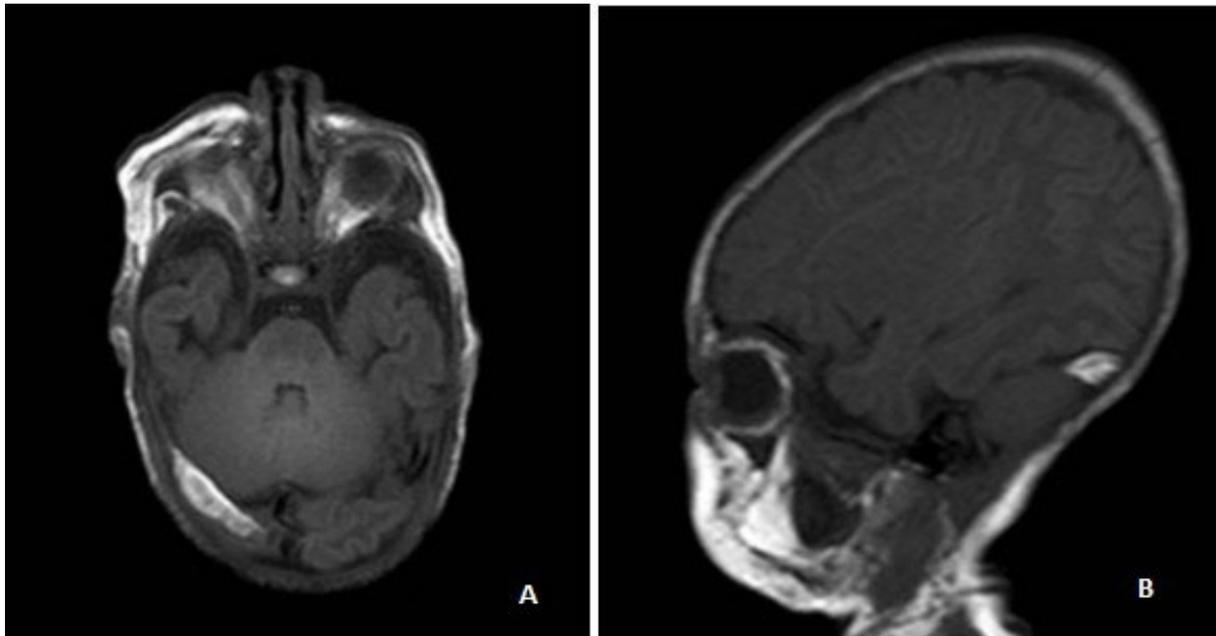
Ressonância magnética sem contraste paramagnético, no corte axial (a) e corte sagital (b), na sequência T1 com hipersinal na conformação anatômica do seio transversal direito, que permite considerar a possibilidade de trombose venosa recente, confirmada pela ultrassonografia direcionada.
